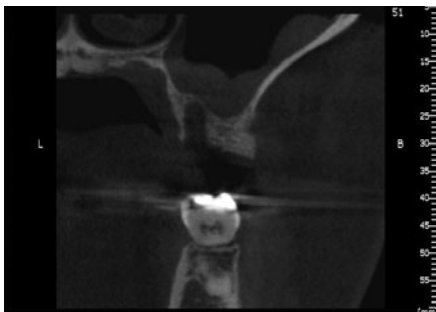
抜歯後の 61 相当部の CT 像 (冠状断)。
